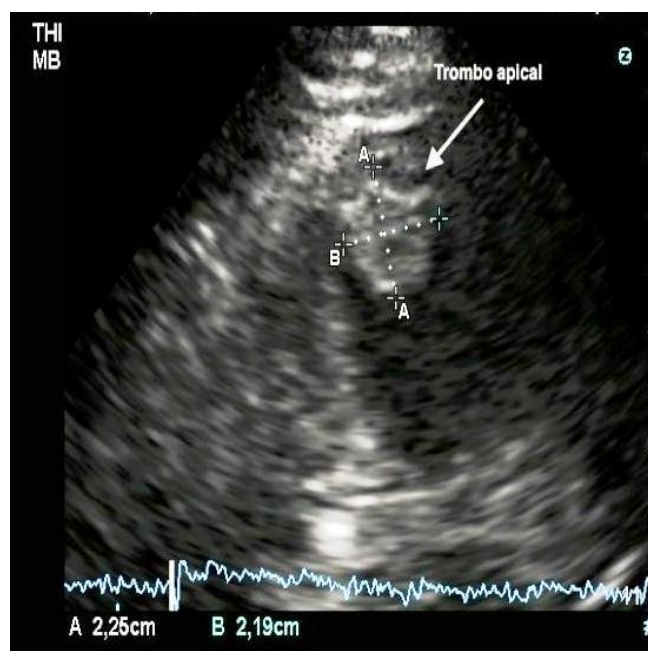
Echocardiographic image of apical thrombus. 2-chambers apical view.
